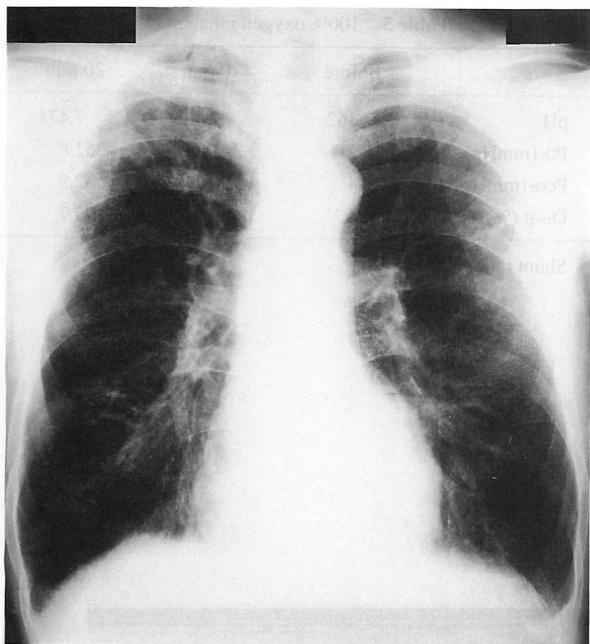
Chest roentgenogram
